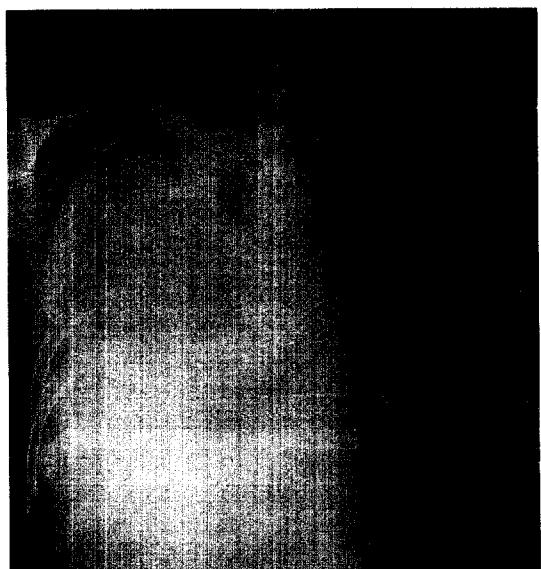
Chest X-ray shows diffuse opacity of right hemithorax.
